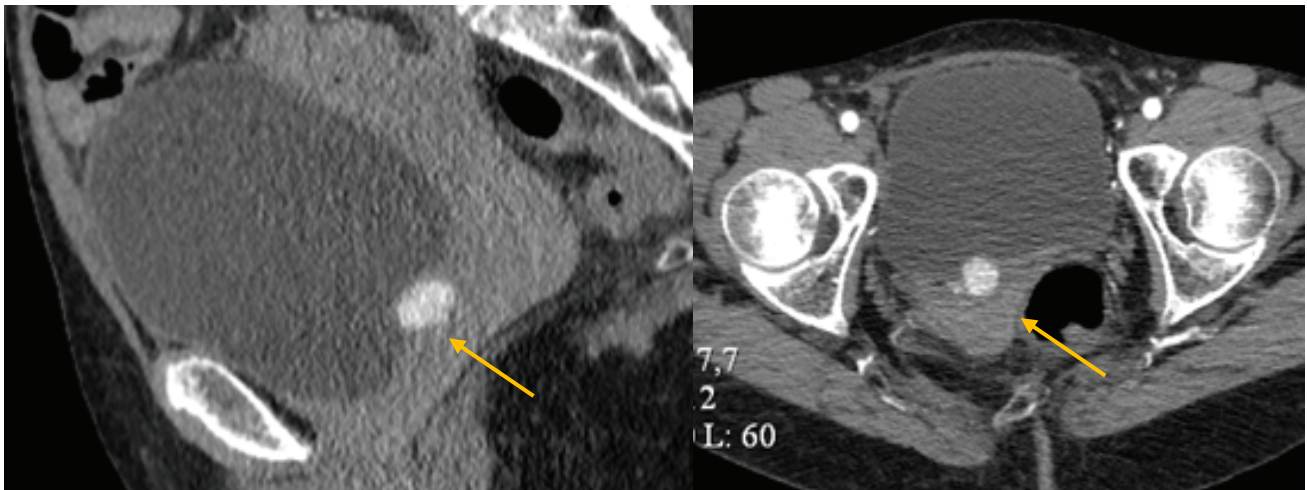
КТ органов малого таза. Стрелками указана опухоль
